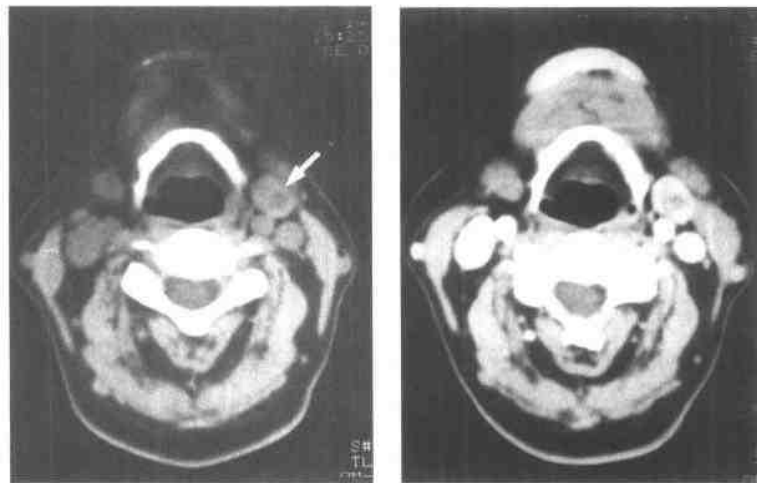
左上颈部异位甲状旁腺腺瘤 (CT)
